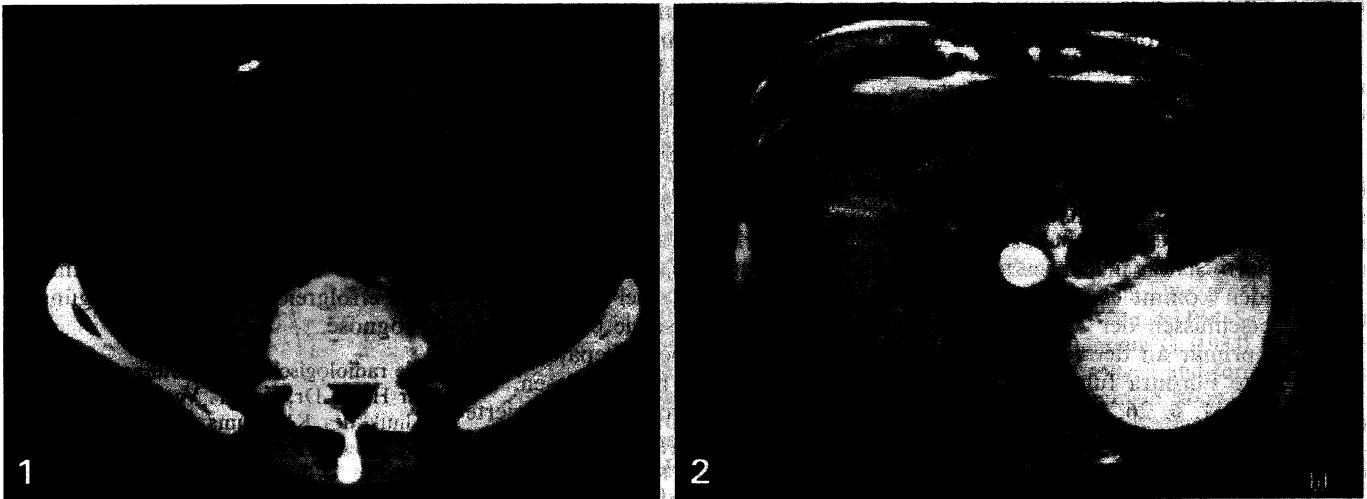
Computertomographie des Abdomens, Schichtführung unterer Nierenpol – Beckenkamm. Im linken Mittelbauch findet sich ein Konglomerattumor mit flüssigkeitsgefüllten, miteinander verbackenen Darmschlingen
